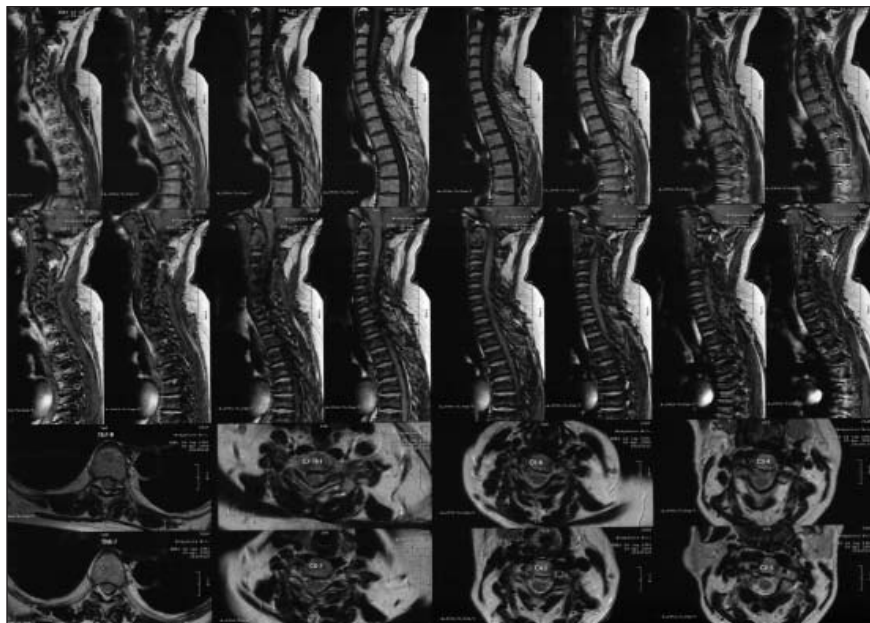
Магнитно-резонансная томограмма шейного отдела позвоночника больной В-ной (2008)
